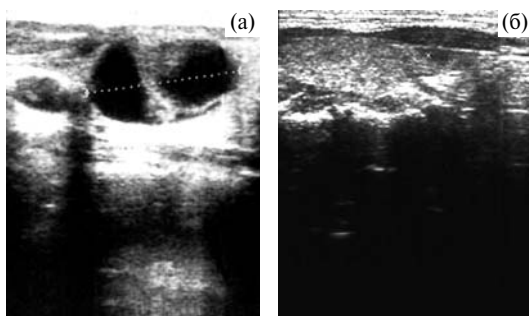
УЗИ щитовидной железы больной С. с узловым эутиреоидным зобом: а — до лечения — узел размерами 19,8 × 18 × 25,8 мм, объем 4,8 мл; б — после лечения (срок наблюдения 10 мес).
